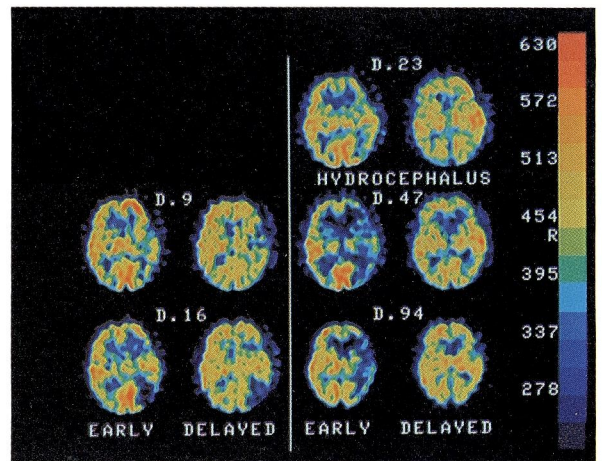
B Case 7 : Five serial  $^{123}\text{I}$ -IMP SPECT studies. A right moderate hypoactive area on the early image (Day 9) turned into a marked hypoactive or inactive area (Day 16). On the delayed image, a right incomplete redistribution (Day 9) changed into inactive area (Day 16). On Day 23, an increase of activity on the early image and hyperactive area on the delayed image were noted in right infarction area, but activity in the infarcted areas decreased gradually in the chronic stage.
